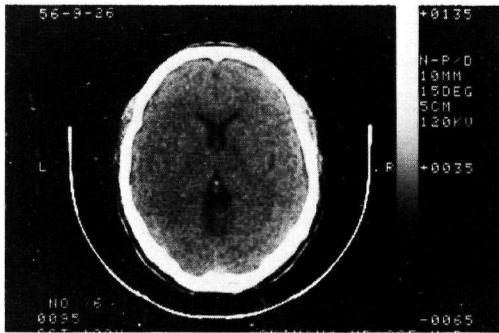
CT scan (26. Sep.)
